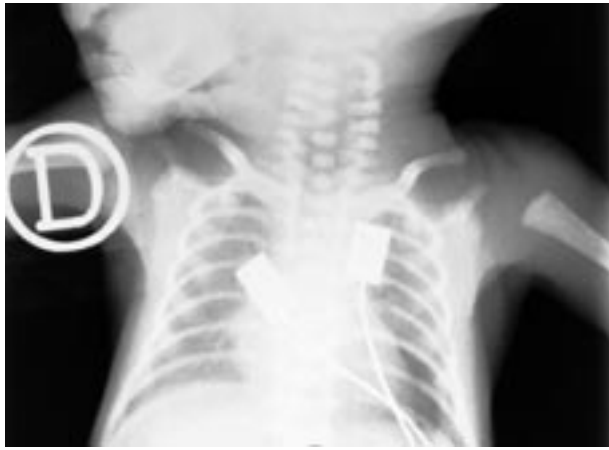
Radiografía de tórax: disminución de la aireación de ambos campos pulmonares. Patrón reticulogranulado fino y difuso bilateral, con broncogramas aéreos.
